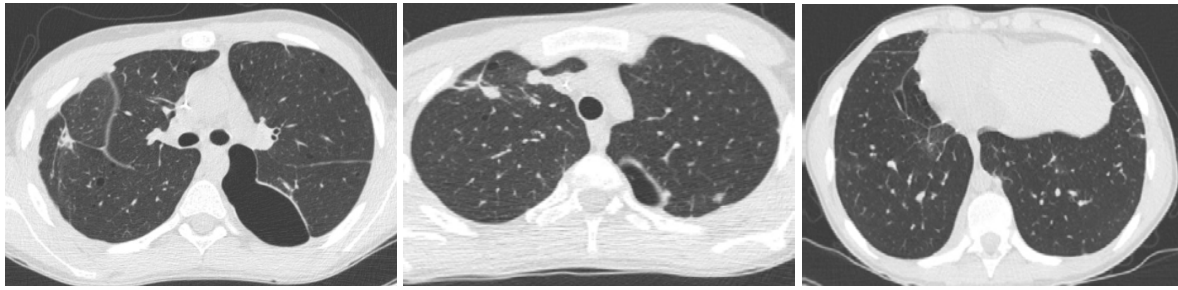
Компьютерная томография легких после адгезиолиза с ЭКМО-поддержкой
